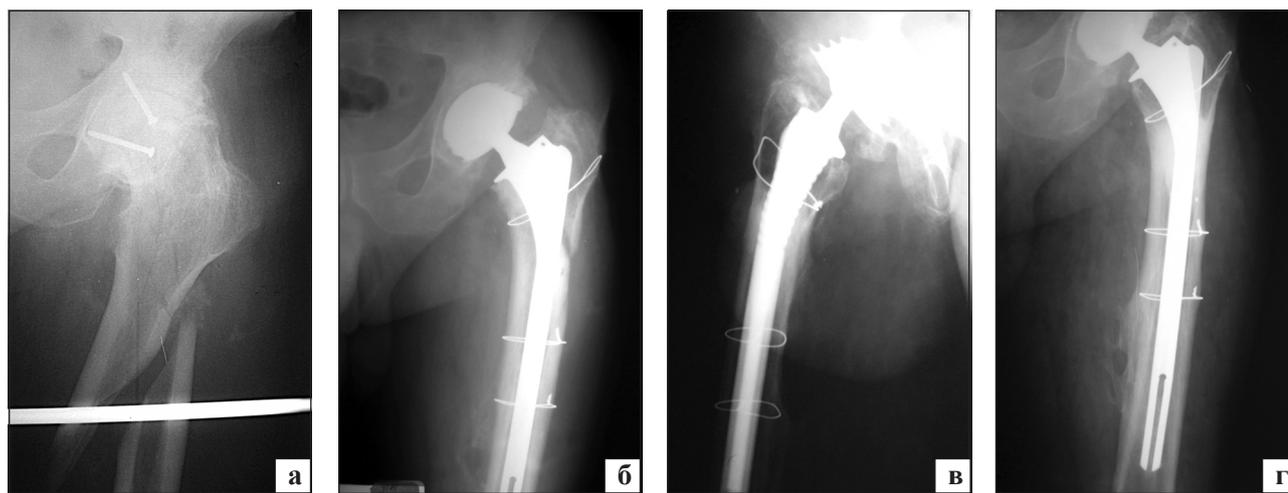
Фотоотпечатки рентгенограммы больного К. (ист. бол. №9230) до операции (а), после тотального эндопротезирования (б, в) и через 11 лет (г)
